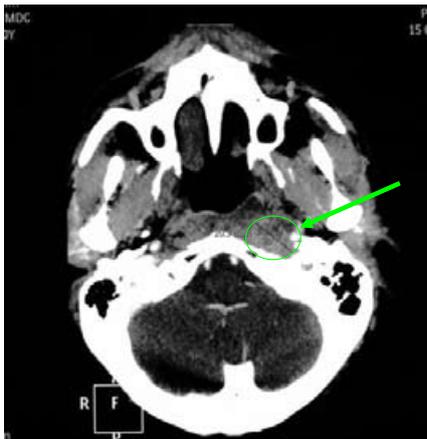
Scansione TC assiale post-trattamento con area di impregnazione contrastografica di dubbia interpretazione
